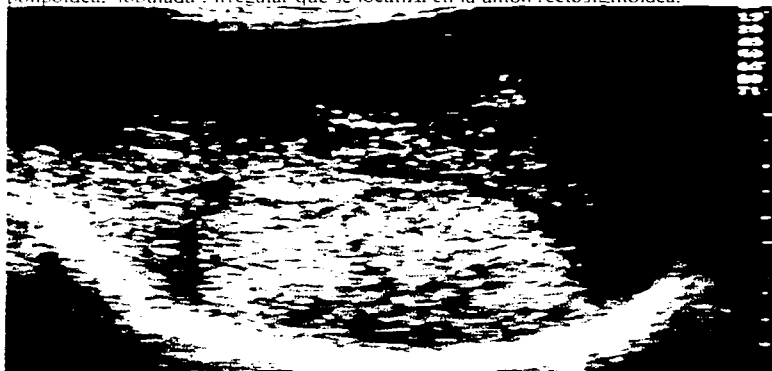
Paciente No. 21. Ultrasonido el cual muestra imagen heterogénea correspondiente a metástasis hepática por carcinoma de colon.
